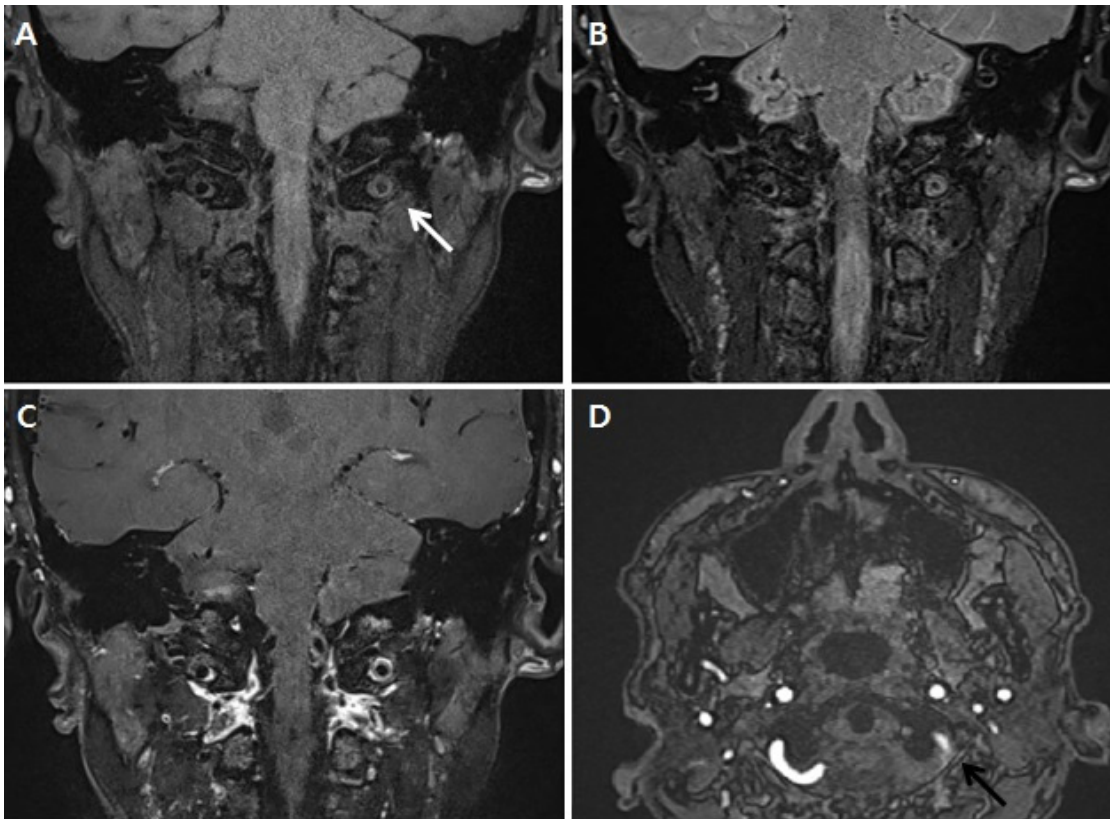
High resolution brain MRI of case 2 subject. Concentric vessel wall thickening(white arrow) of left vertebral artery on T1WI(A), T2WI(B) and enhancement on contrast-enhanced T1-weighted image(C). Source image showing vertebral artery occlusion(black arrow)(D).
